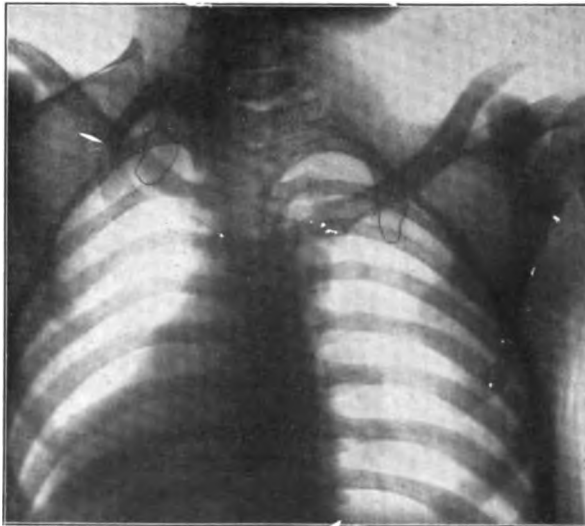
Röntgenbild beim angeborenen Schulterblatthochstand (Dr. Gaugele).
